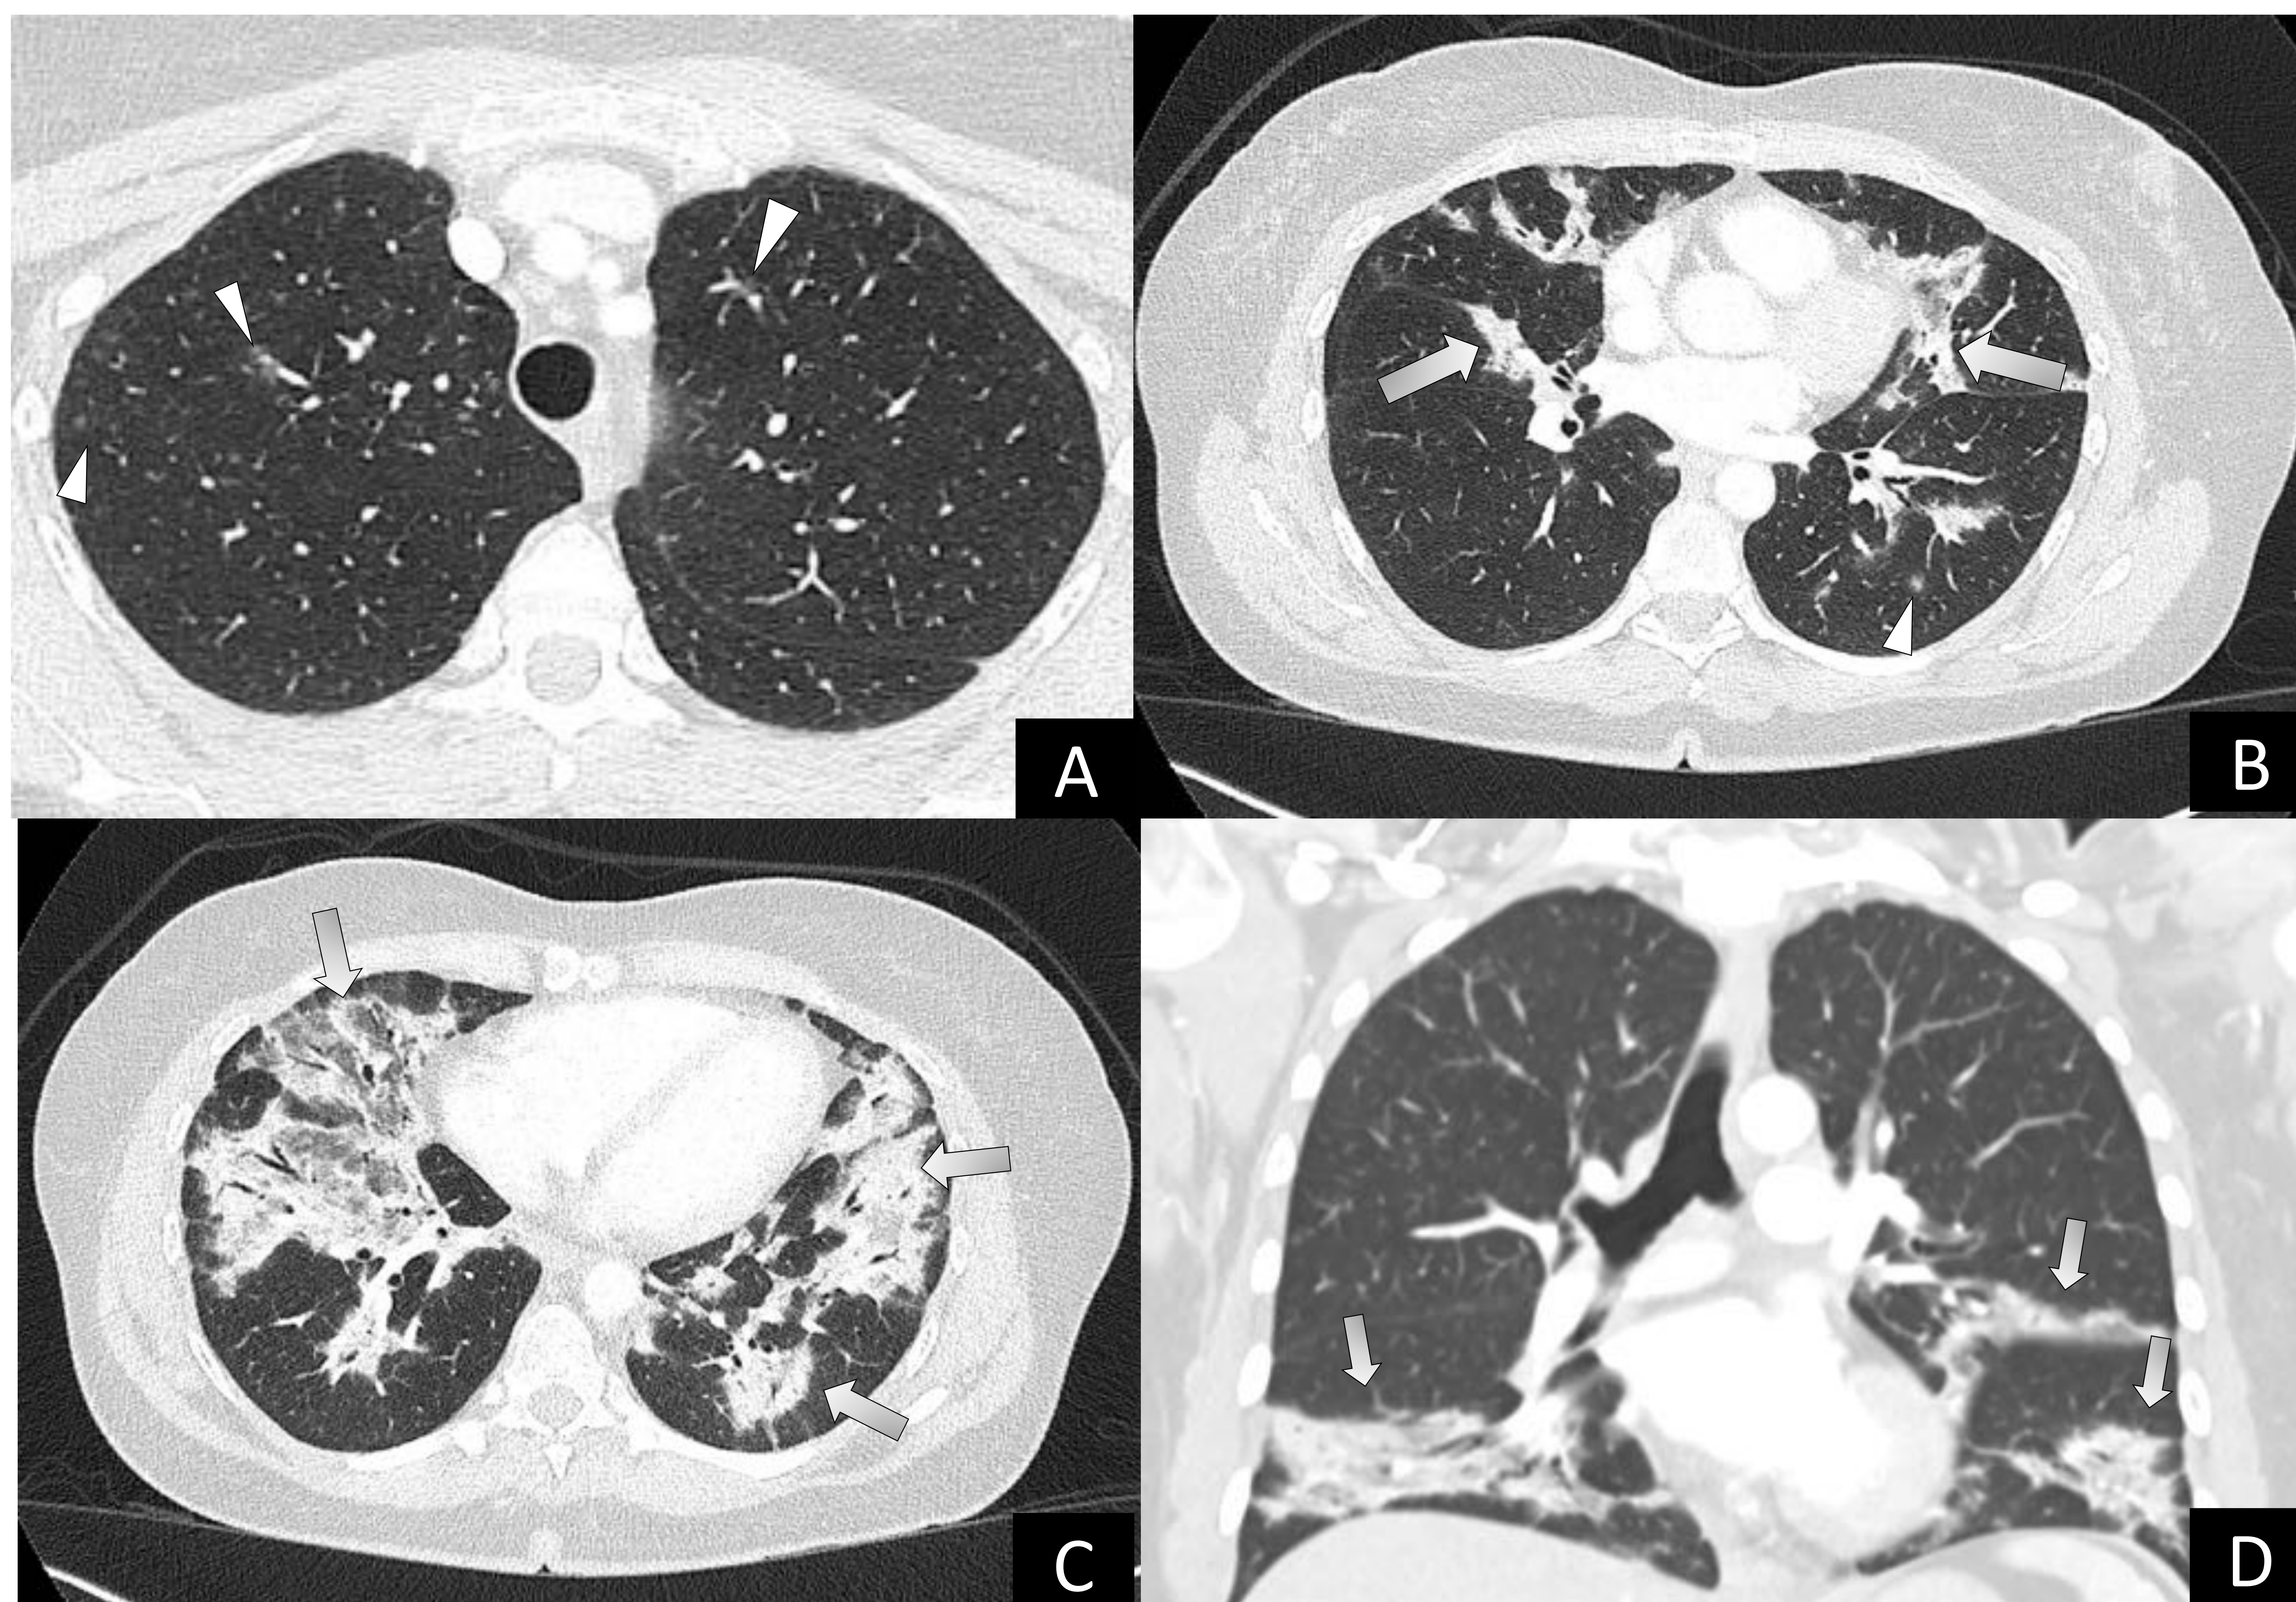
TC de tórax con contraste. Cortes axiales (A-C) y corte coronal (D). Ventana de pulmón.
